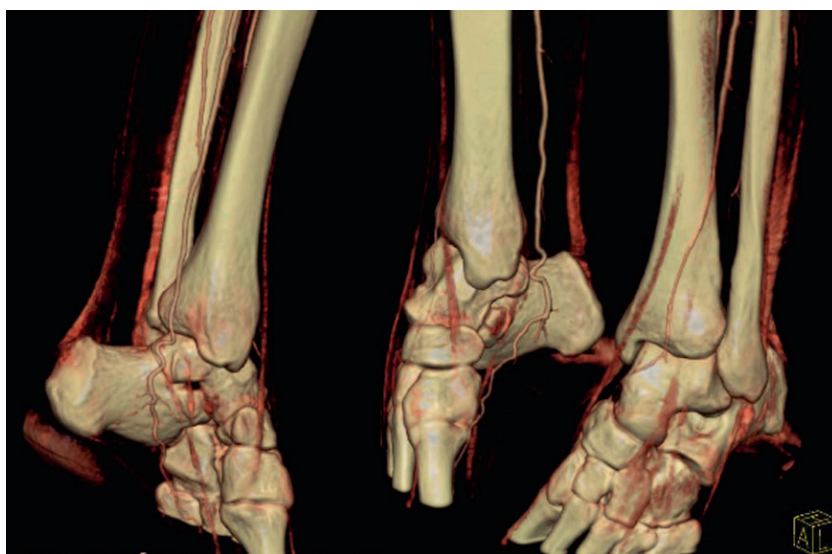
64-Zeilen-CTA der Fußarterien.
